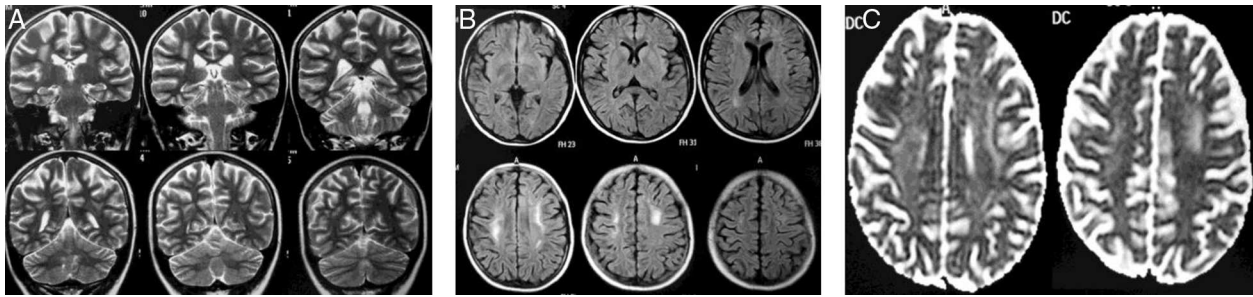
El control por RM 5 meses después del estudio inicial muestra una importante reducción en la extensión e intensidad de lo previamente descrito, definibles en las secuencias de T2 (coronal T2 [A], axial FLAIR [B]) e imágenes para difusión (DWI) (C). Nótese la persistencia de un área hiperintensa a nivel de la sustancia blanca paraventricular bilateralmente en imágenes FLAIR. En T1 y T1 más gadolinio (no incluidas) los cambios fueron imperceptibles.
